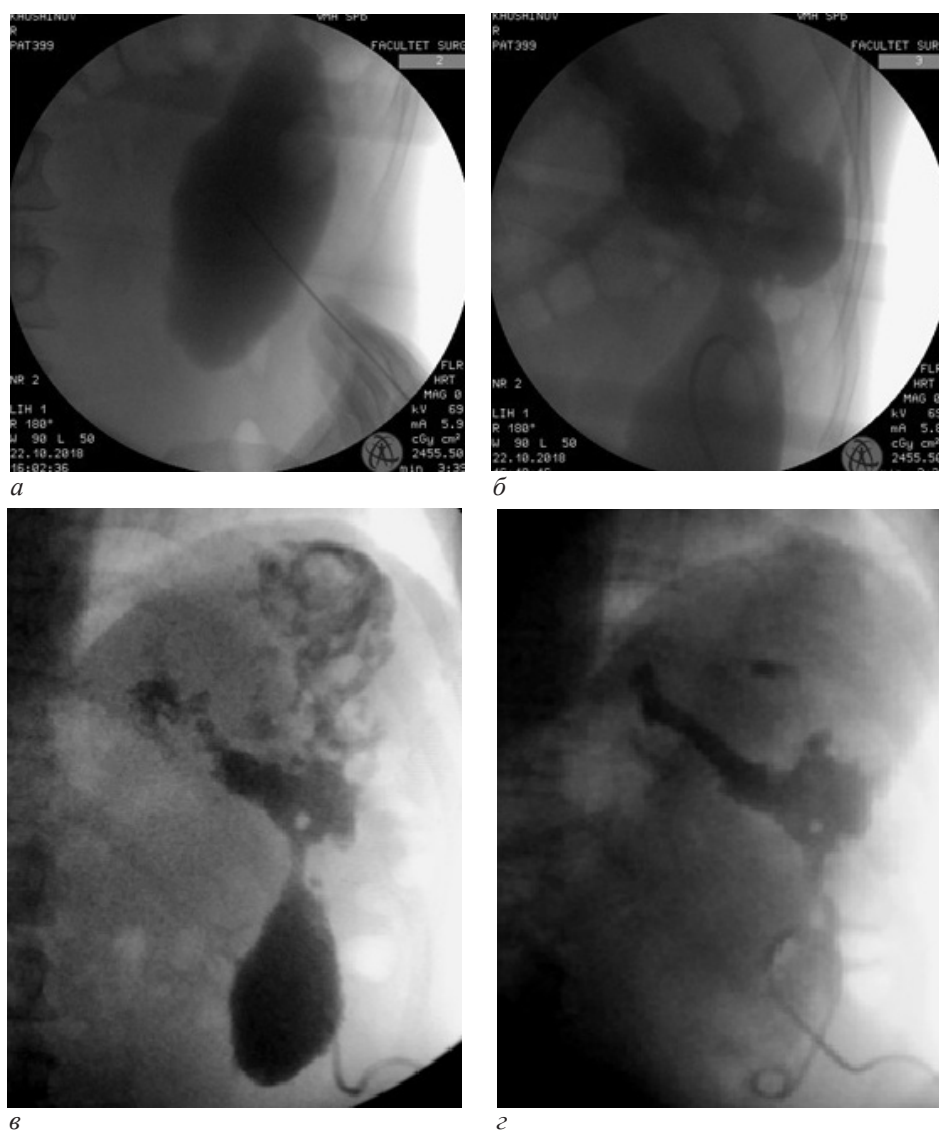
Рентгенограммы живота пациента X. во время пункции псевдокисты (а, б) и после ее дренирования (в, г)
